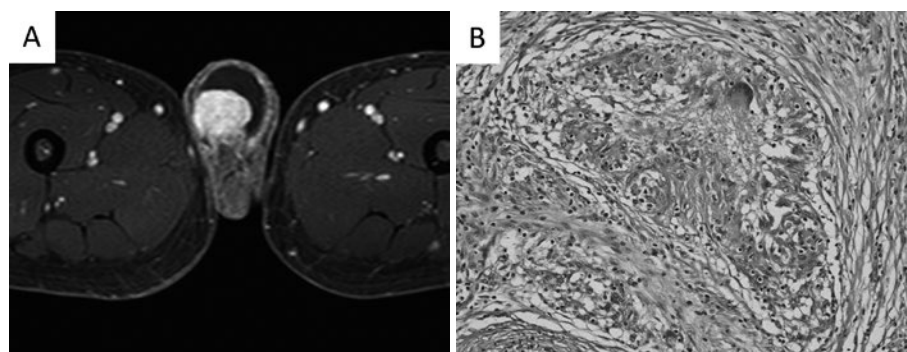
(A) 骨盤造影MRI。右精巣頭側に分葉状の30 mm大の腫瘤性病変があり、T2強調画像で内部が均一に低信号で、造影T1強調画像では徐々に強く造影された。(B) 右高位精巣摘除術の摘出標本。結合組織の増生を伴う多数の類上皮肉芽腫を認めた。
